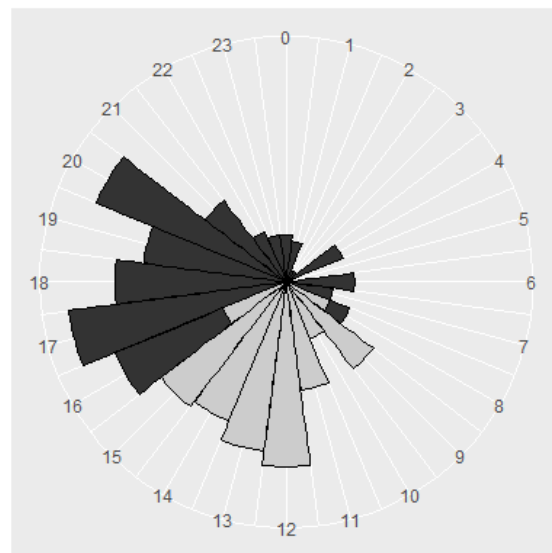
CT-Zeitpunkt Polytraumapatienten Häufigkeitsverteilung im Tagesverlauf, Regelarbeitszeit: grau, Dienstzeit: schwarz
